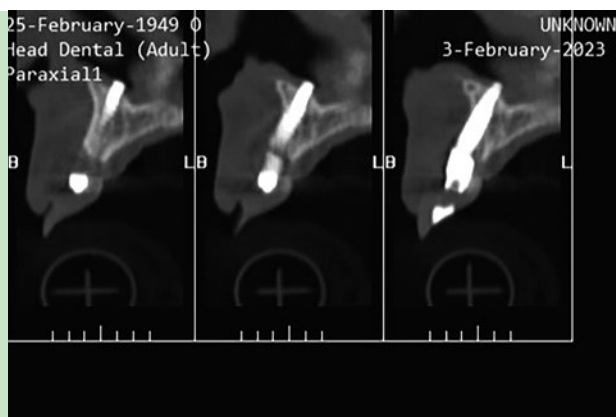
TC da face - secção para-axial (1ºQ).
